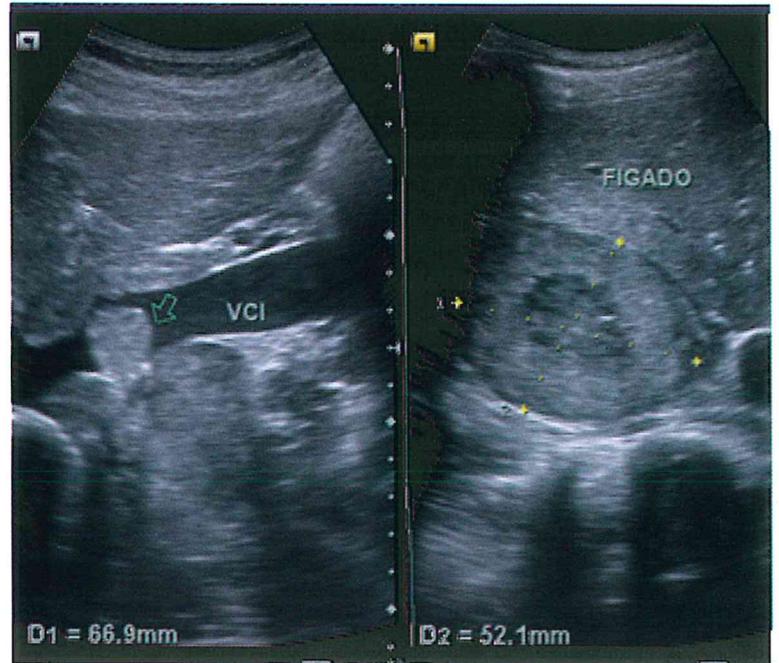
Ecografia abdominal.
